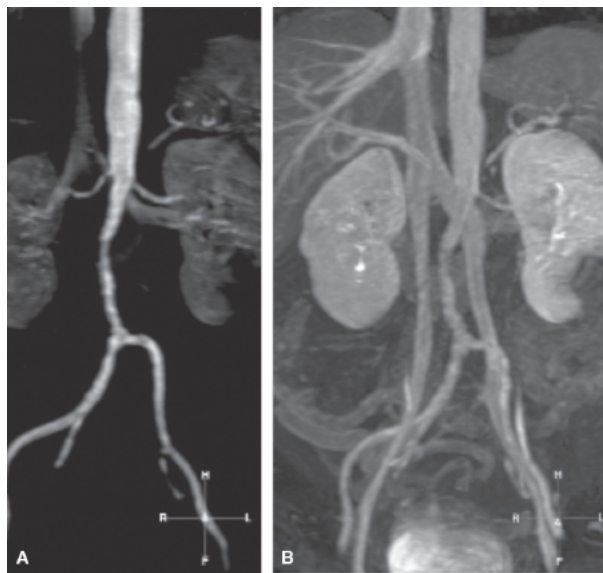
Angiografia por ressonância magnética contrastada com gadolínio. A. Fase precoce, mostrando aorta abdominal e ilíacas com estenose da aorta abaixo da emergência das artérias renais, veias renais D e E e veia cava inferior. Ocorrência de cisto no polo inferior do rim E. B. Fase tardia, mostrando ainda contrastação da aorta e ilíacas, veias ilíacas e cava inferior, veia porta, veias supra-hepáticas. Observe duplicação da veia cava inferior abaixo das veias renais.
